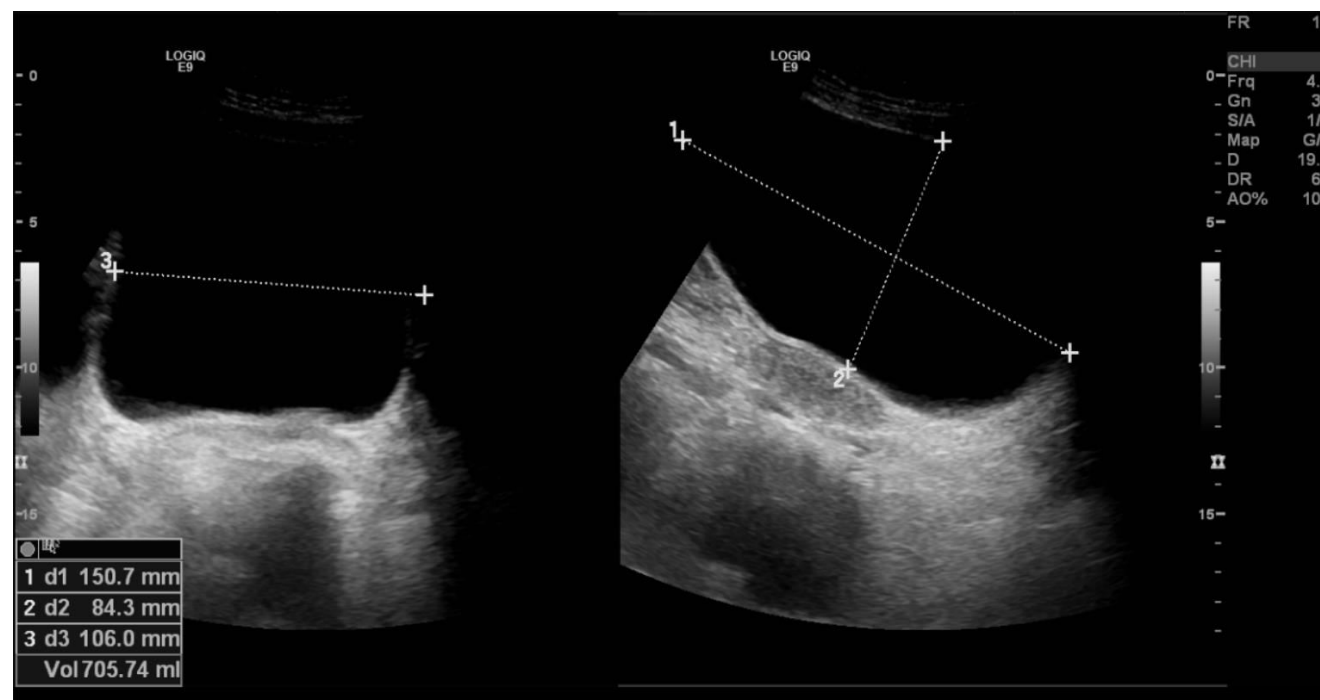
Imagem de ecografia vesical do mesmo examinado, que demonstra bexiga em elevado grau de repleção, o que poderá explicar a dilatação da pélvis renal.
